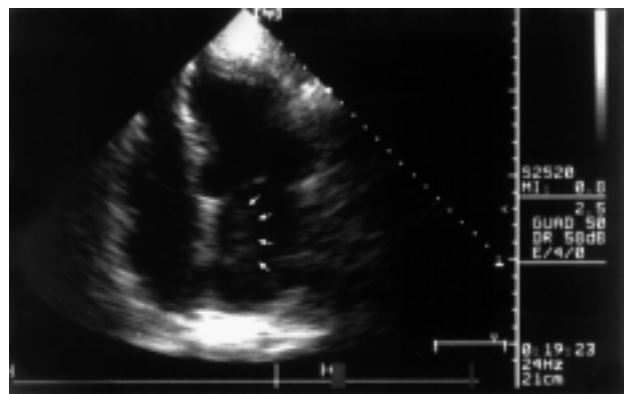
Ecocardiogramma transtoracico, proiezione 4 camere apicale: si evidenzia una grossa massa in atrio sinistro (frecche), adesa al setto interatriale, che in diastole si impegna tra i lembi mitralici.
